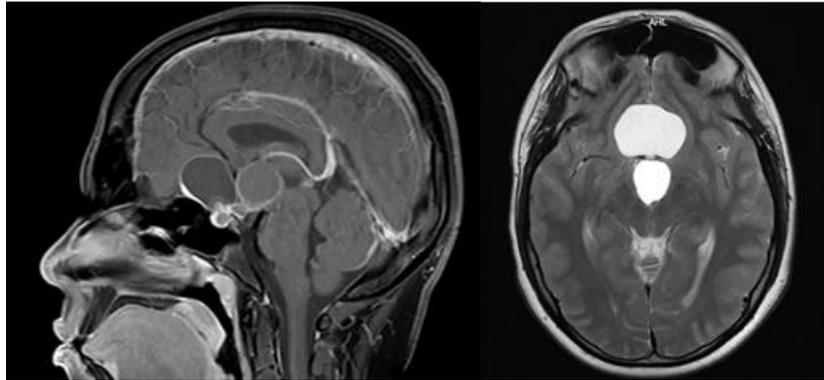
A) Resonancia nuclear magnética de cerebro en secuencia T1: Corte sagital con lesión de aspecto quístico en región supraselar bilobulada y biloculada compatible con craneofaringioma. B) Corte coronal en secuencia T2 que muestra una lesión de aspecto quístico bilobulado y biloculado con efecto de masa moderado sobre parénquima adyacente.
